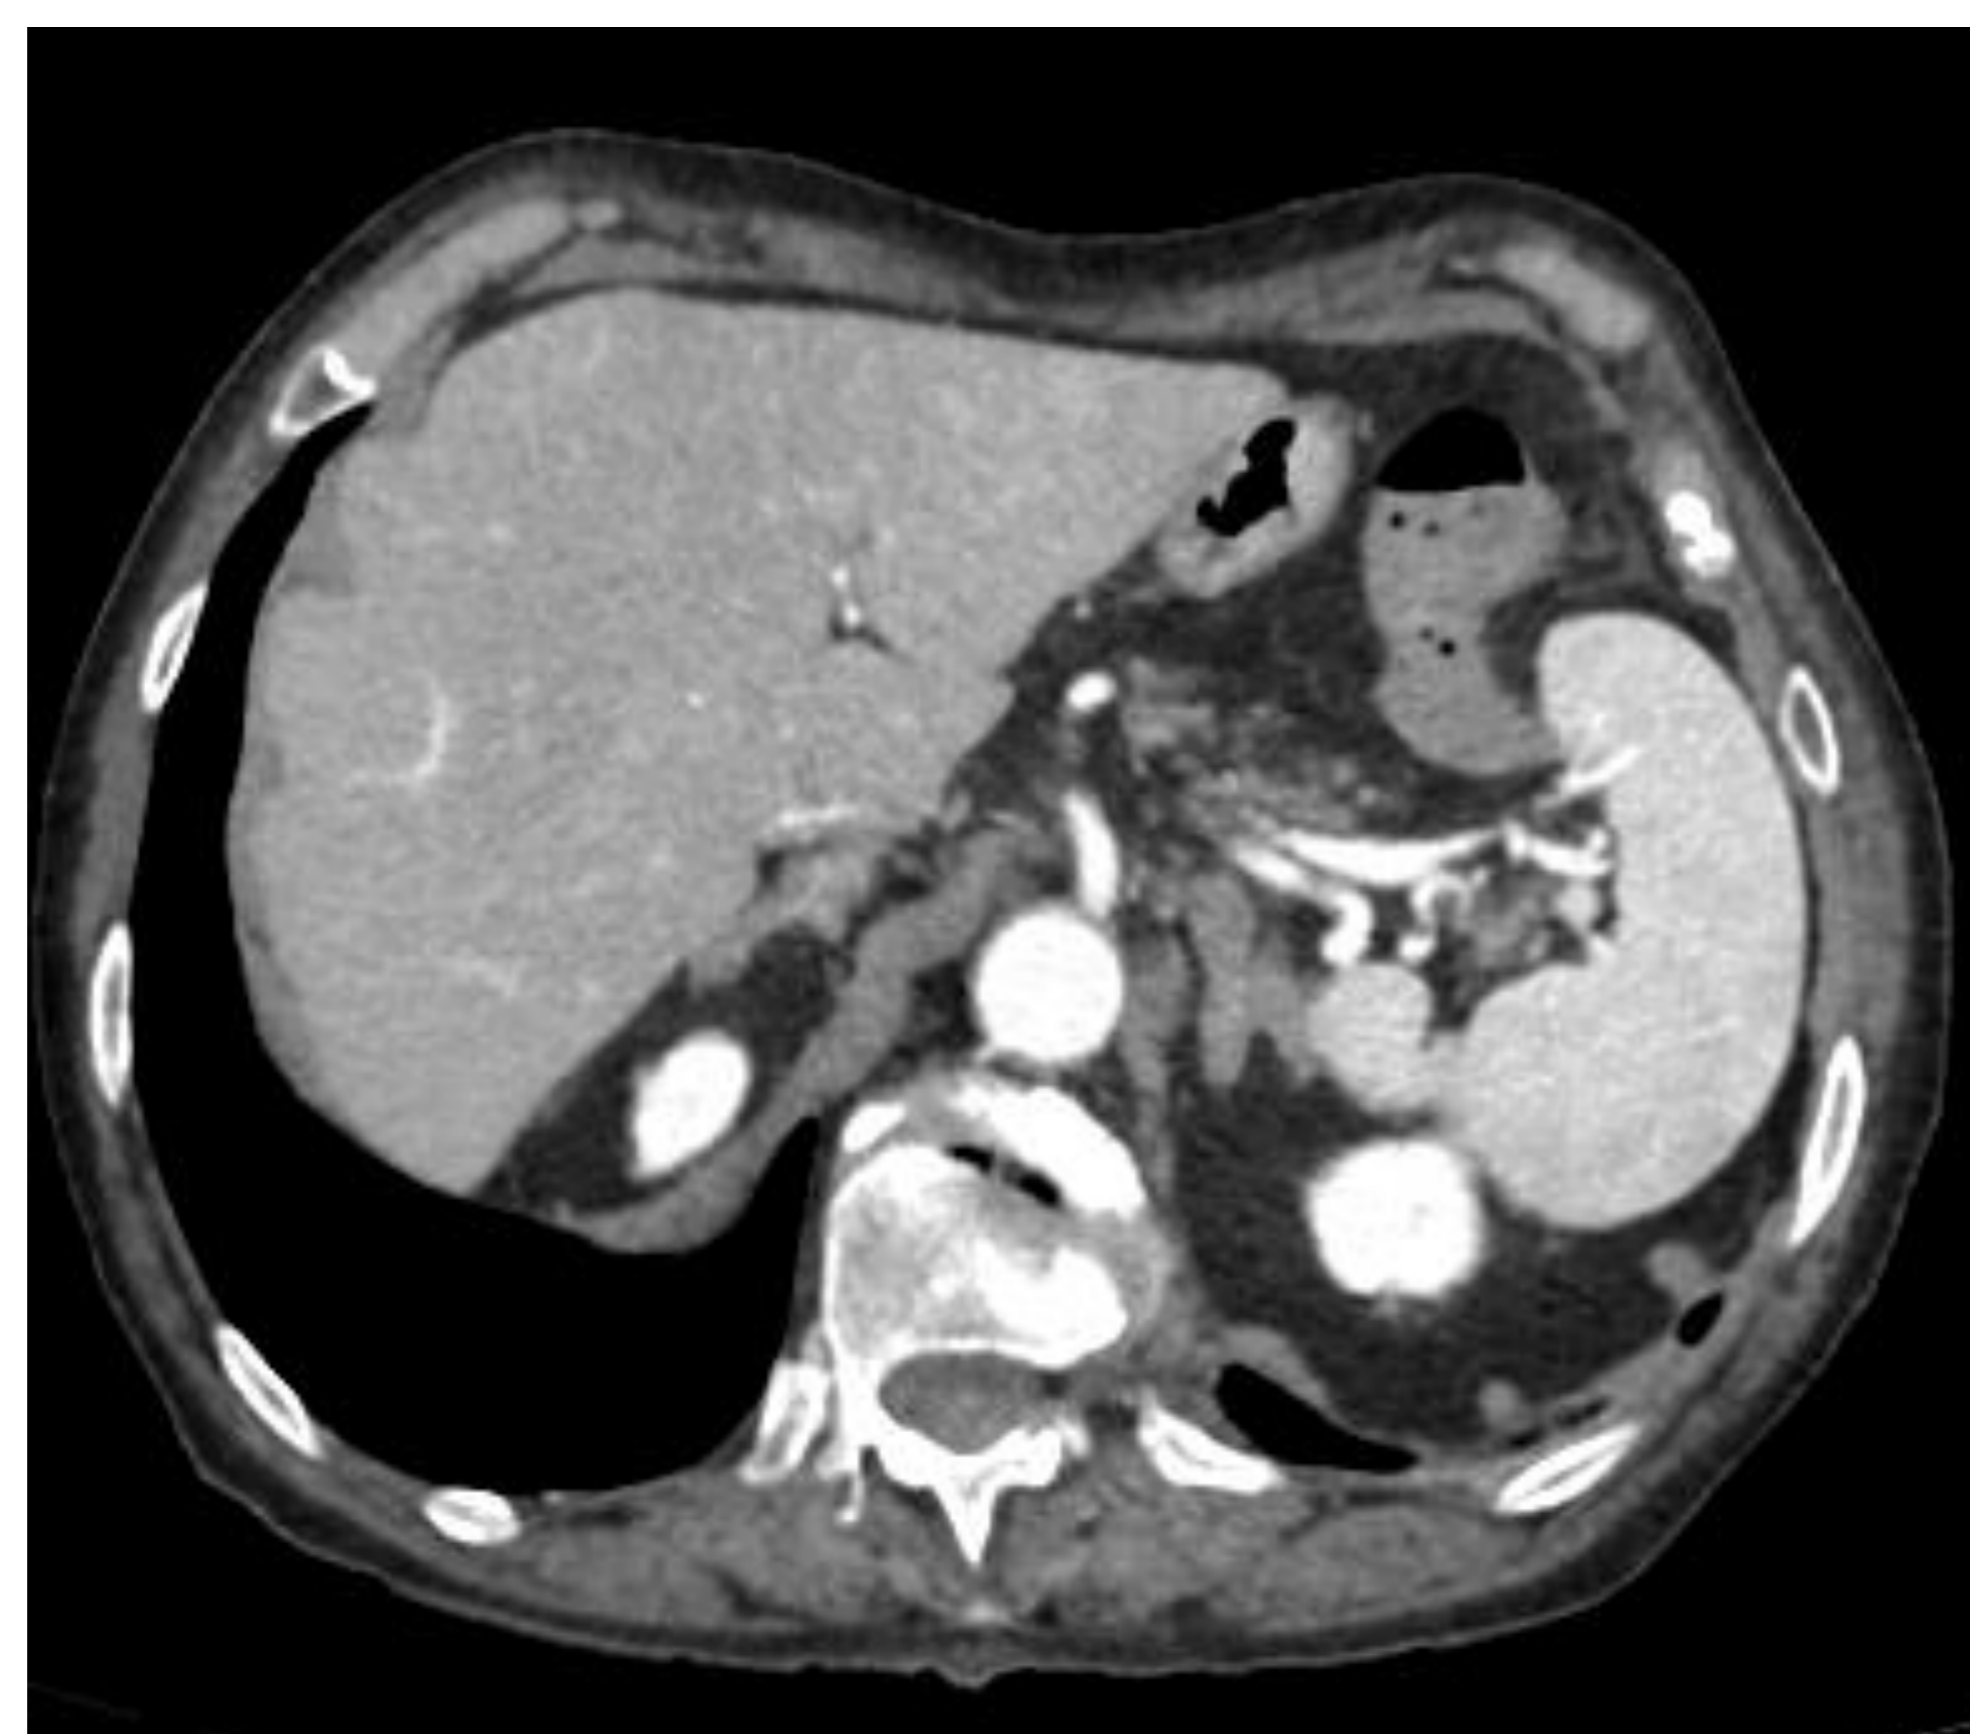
TC con contraste iv. Engrosamiento suprarrenal bilateral difuso con preservación de la arquitectura glandular sugestivo de hiperplasia.
